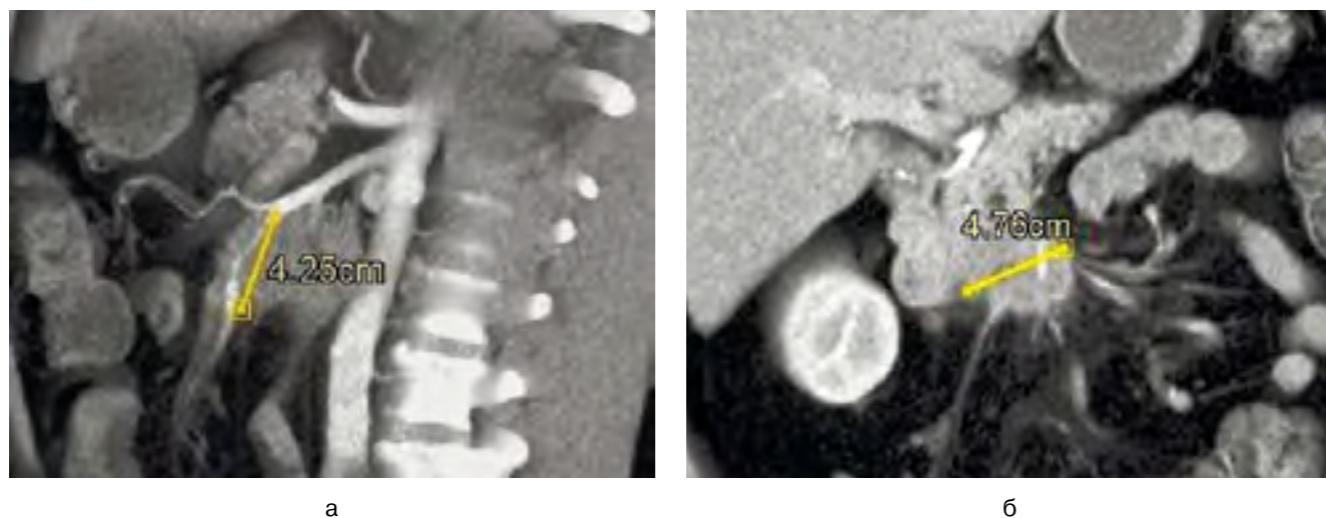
Аденокарцинома крючковидного отростка головки поджелудочной железы с прорастанием верхней мезентериальной артерии. МСКТ
